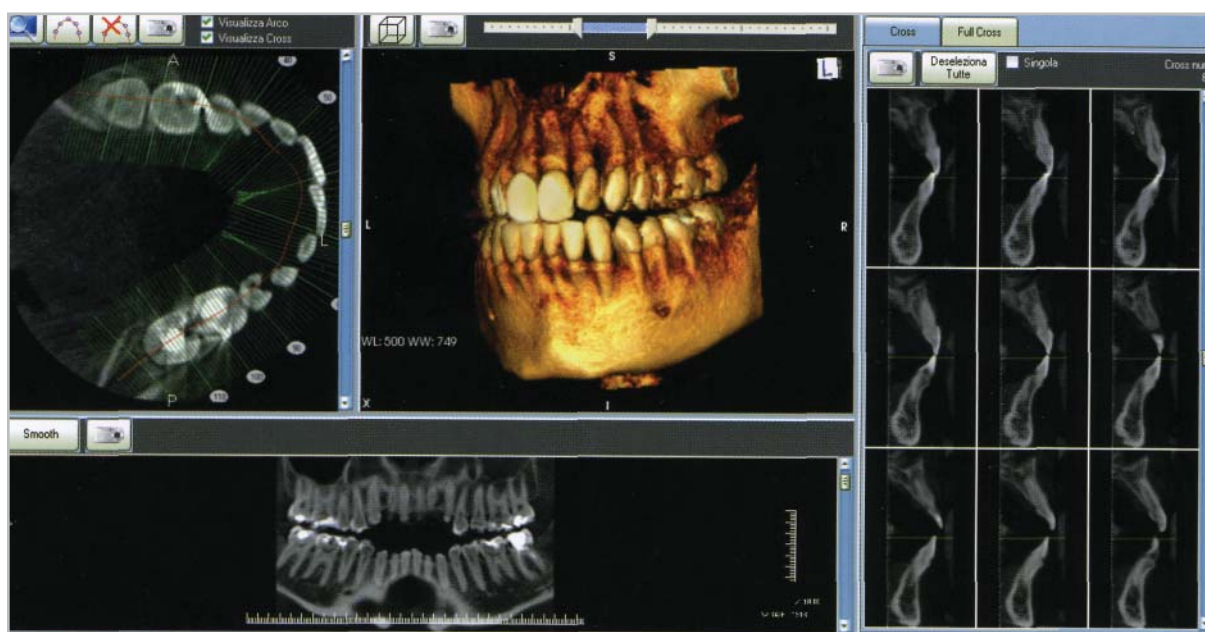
Изображение на экране АРМ ортопантомографа Rotograph evo 3D.
